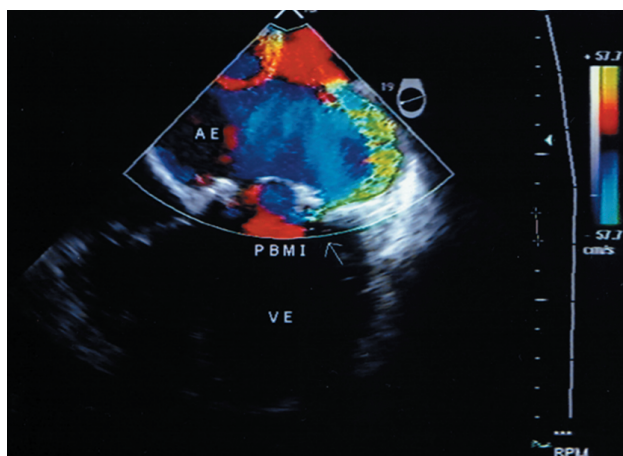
Imagem de fluxo de regurgitação periprotética em prótese biológica em posição mitral (seta), evidenciada em ecocardiograma transesofágico multiplanar com o emprego do mapeamento de fluxo em cores (Doppler). AE – átrio esquerdo; VE – ventrículo esquerdo; PBMI – prótese biológica em posição mitral.
